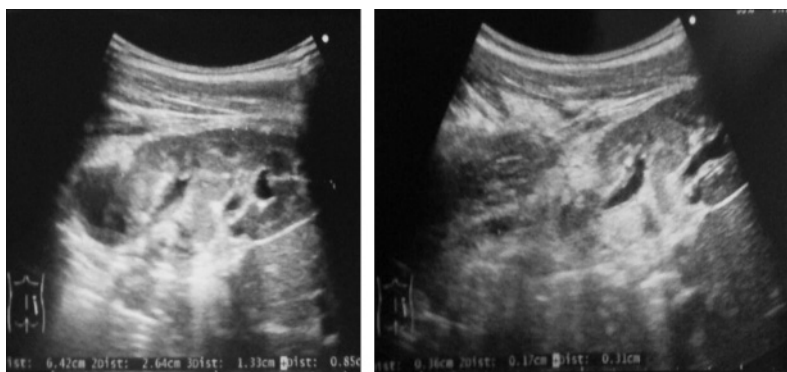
УЗИ правой почки больного Б. после операции: оставшиеся верхний и средний сегменты почки.
